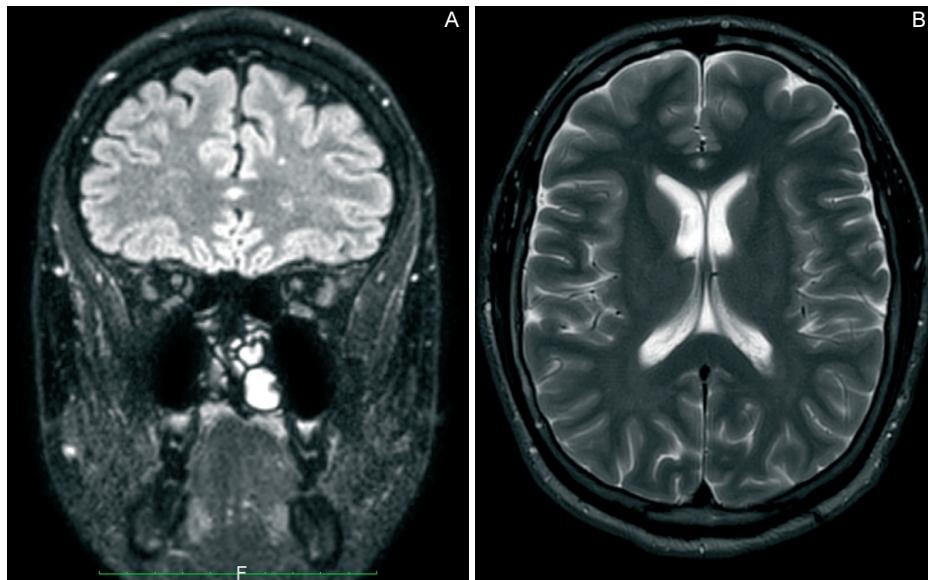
RM dell'encefalo, che evidenzia la presenza di una piccola lesione nel ginocchio del corpo calloso
